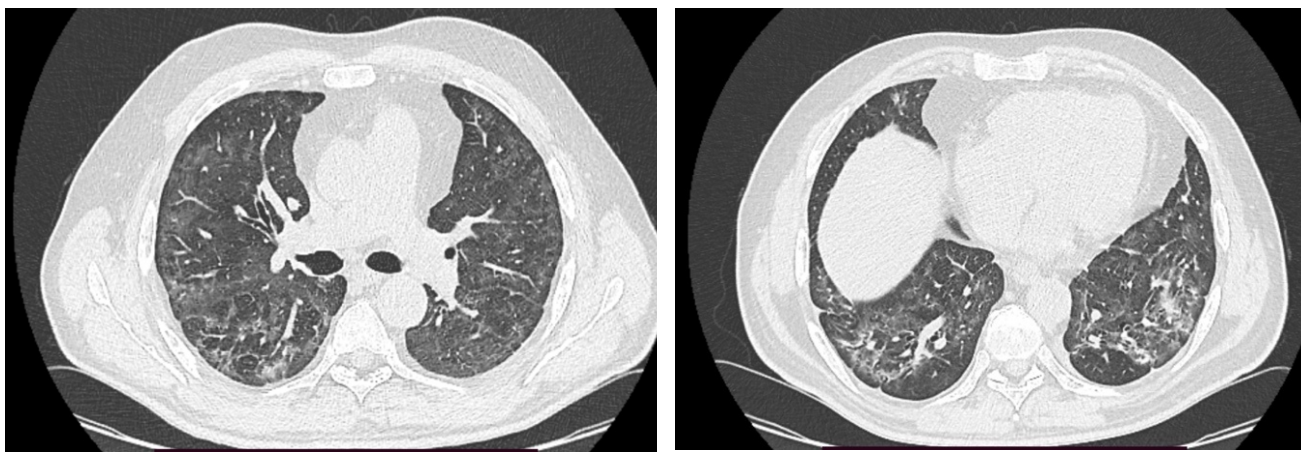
Компьютерная томография органов грудной клетки пациента, перенесшего новую коронавирусную инфекцию
